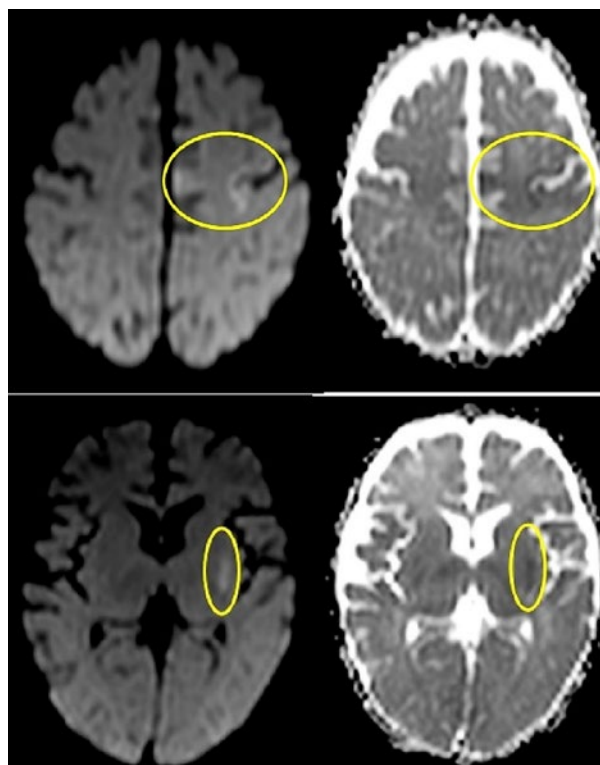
Brain magnetic resonance imaging. Identified zones of ischemia to the insular cortex as well as cortical gyral pre- and para-central left-brain lobe evident in the sequence of diffusion and apparent diffusion coefficient.
